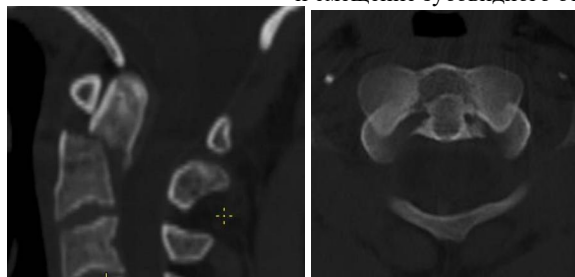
Предоперационная МСКТ, демонстрирующая перелом зубовидного отростка типа III с подвывихом и ротацией C2.
